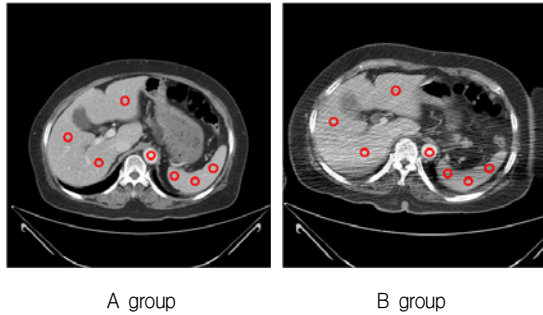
Pixel value analysis of Abdomen / Pelvis CT examination(A group & B group).
